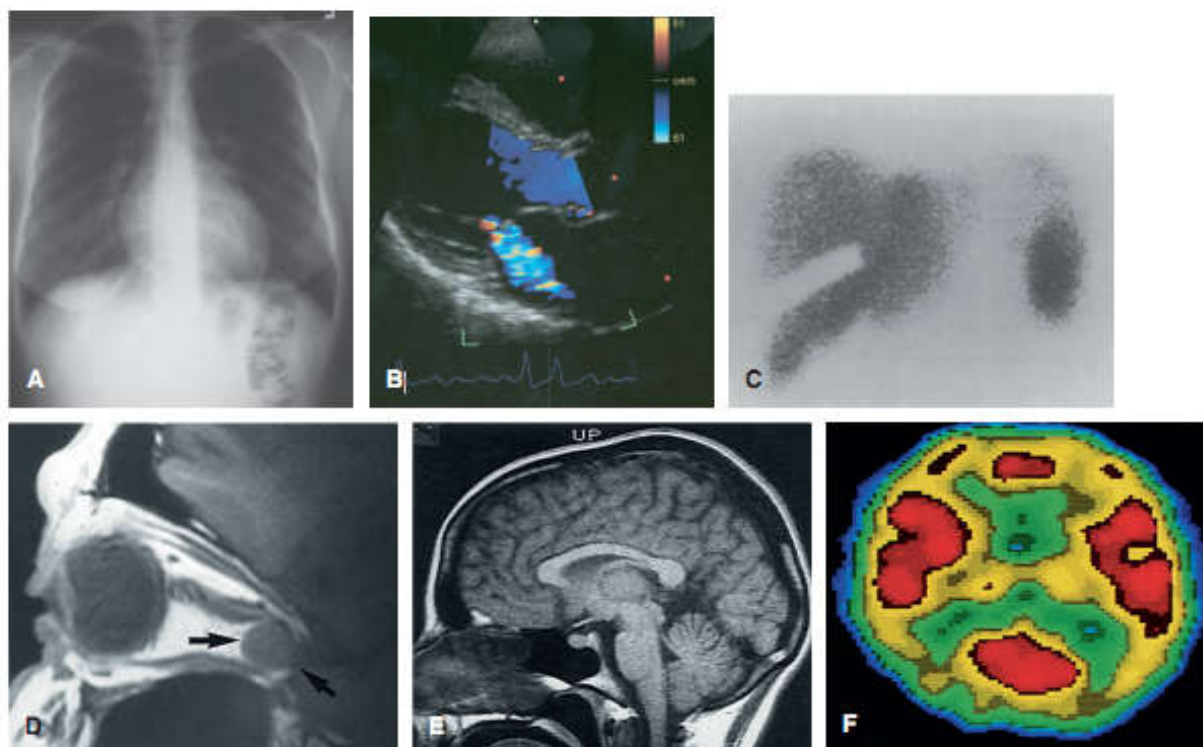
Medical imaging. (A) Chest radiograph of the mediastinum. (B) Ultrasonography of blood flow with colors indicating direction. (C) Nuclear scan of the liver and spleen. (D) Computed tomography (CT) scan of the eye in lateral view showing a tumor (arrows). (E) Magnetic resonance imaging (MRI) scan of the midsagittal section of the head. (F) Positron emission tomography (PET) scan of the brain in transverse section (frontal lobes at top).
